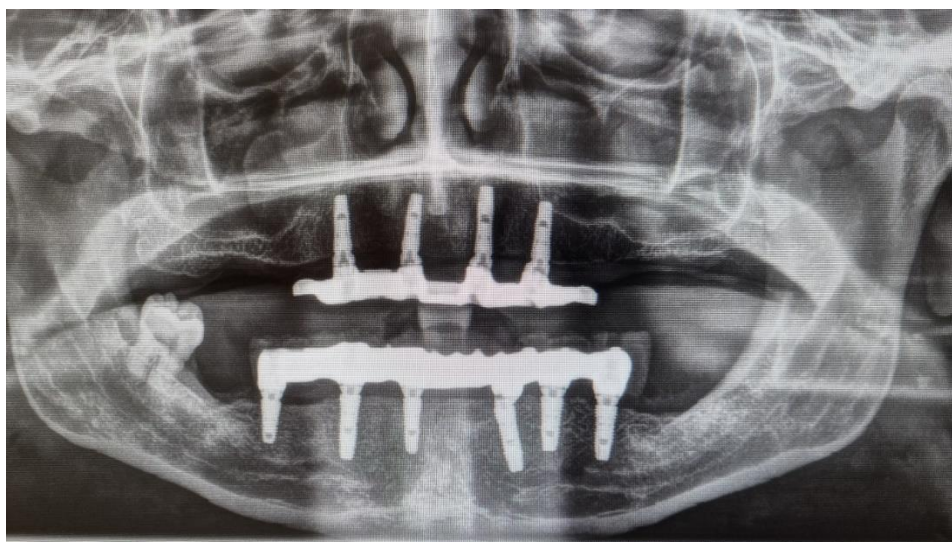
RTG slika tehnike „All-on-6“ u donjoj čeljusti s postavljenim nadogradnjama.
